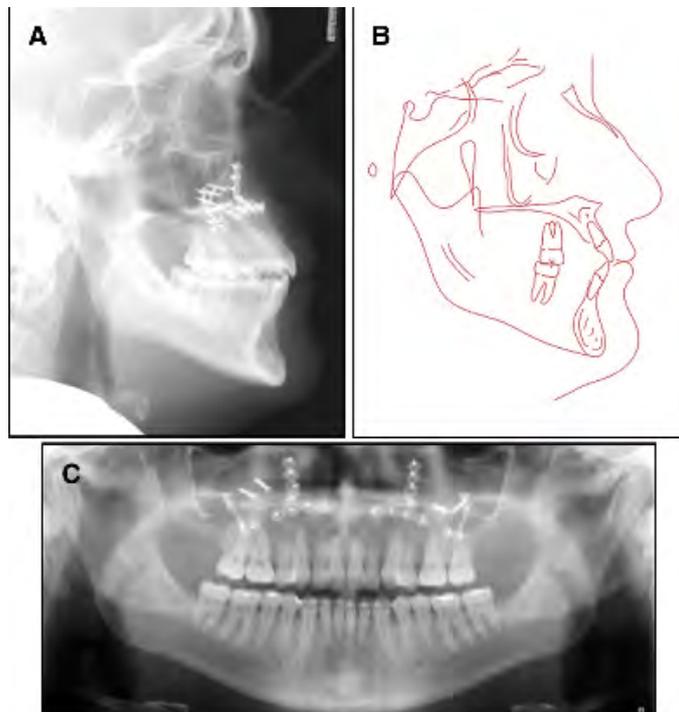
Radiographies et tracé de fin de traitement (64)
